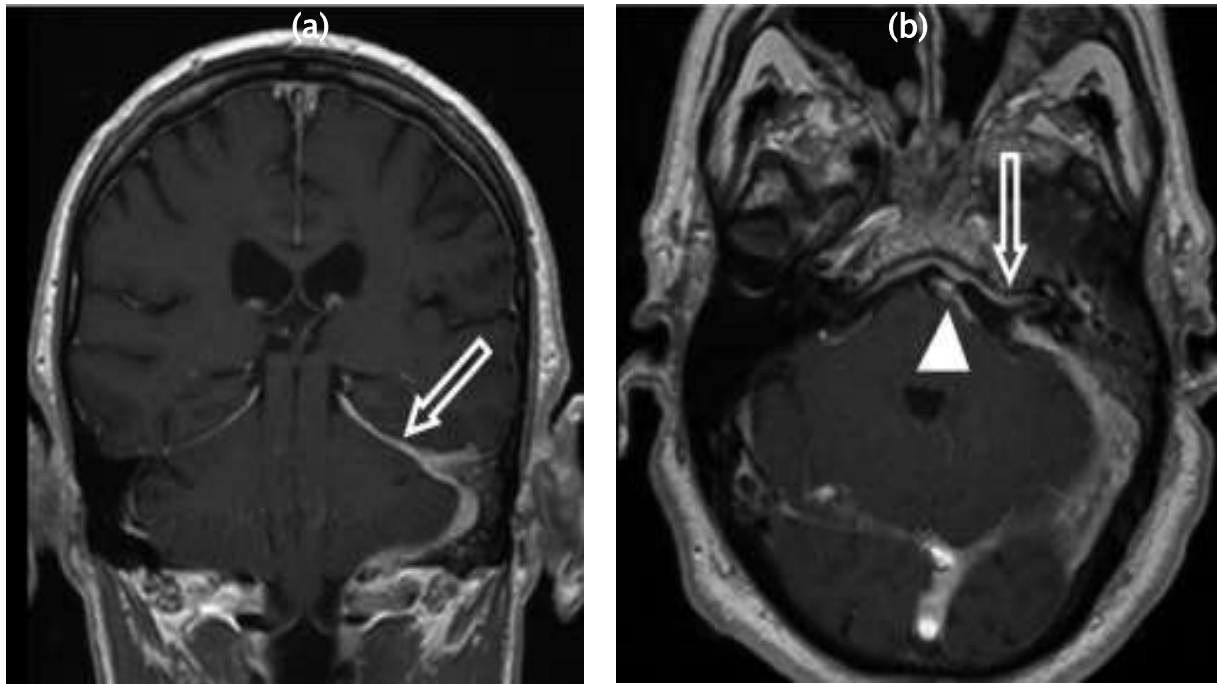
IRM en coupe coronale (a) et axiale (b), après contraste, chez un patient atteint d'une otite externe nécrosante, montrant un rehaussement dural intense dû à l'extension méningée de la maladie. Noter l'extension le long du tentorium gauche (a ; flèche), et le long du méat auditif interne gauche et de la citerne prépontique (b ; flèche et pointe de flèche, respectivement)[125]
